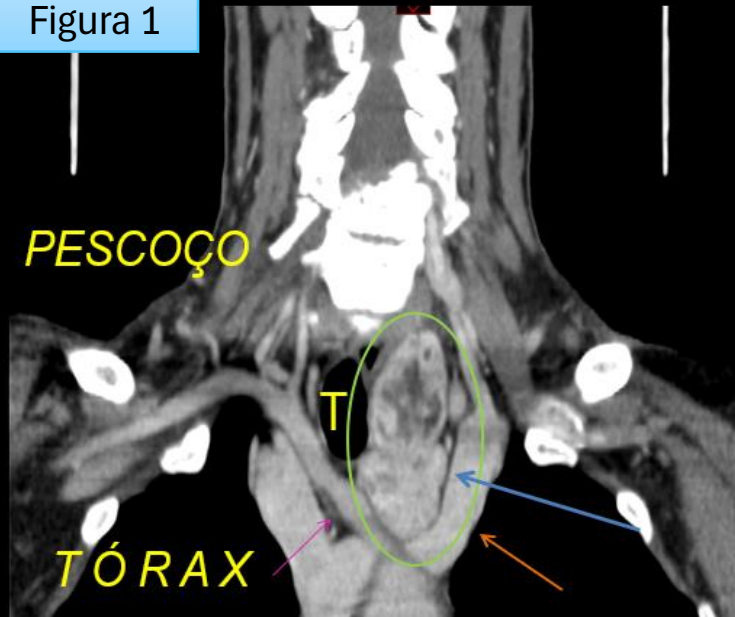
Tomografia Computadorizada(TC) , corte coronal, topografia do mediastino superior.
